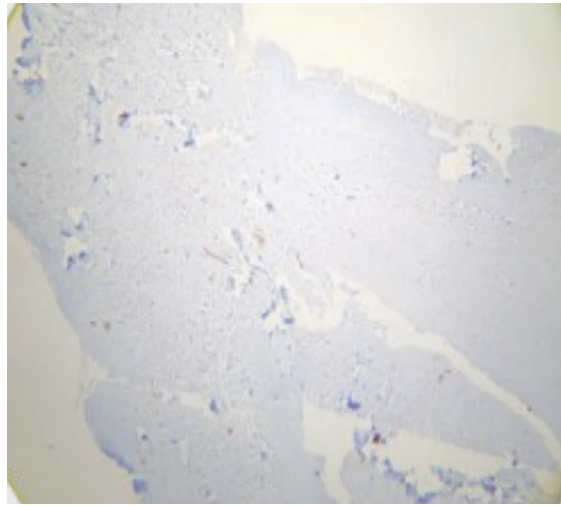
Imagen inmunohistoquímica que arroja negativo para CK14 y CK19 propio de lesiones quísticas periapicales semejantes a GP.
